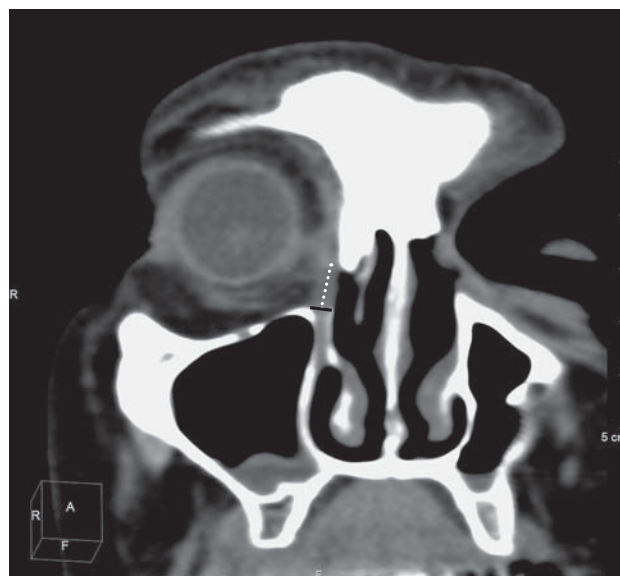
Компьютерная томограмма орбит в корональной проекции без контрастного усиления. Продемонстрирован порядок морфометрии слезных мешков: черной сплошной линией указана плоскость входа в костный носослезный канал, по которой при измерении определялся нижний полюс слезного мешка; белой точечной линией указана длинная ось (высота) слезного мешка.
